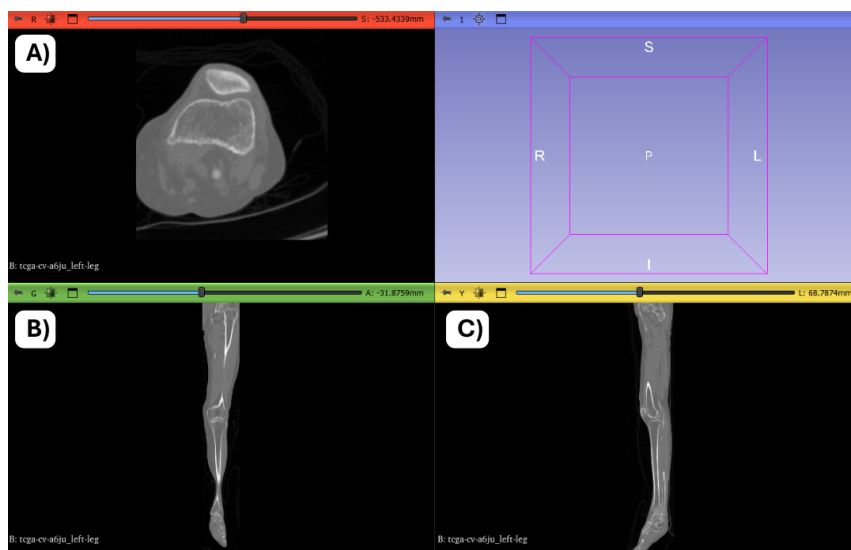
Importación de la tomografía computarizada en 3D Slicer, visualizada en el plano transversal (A), coronal (B) y sagital (C)
